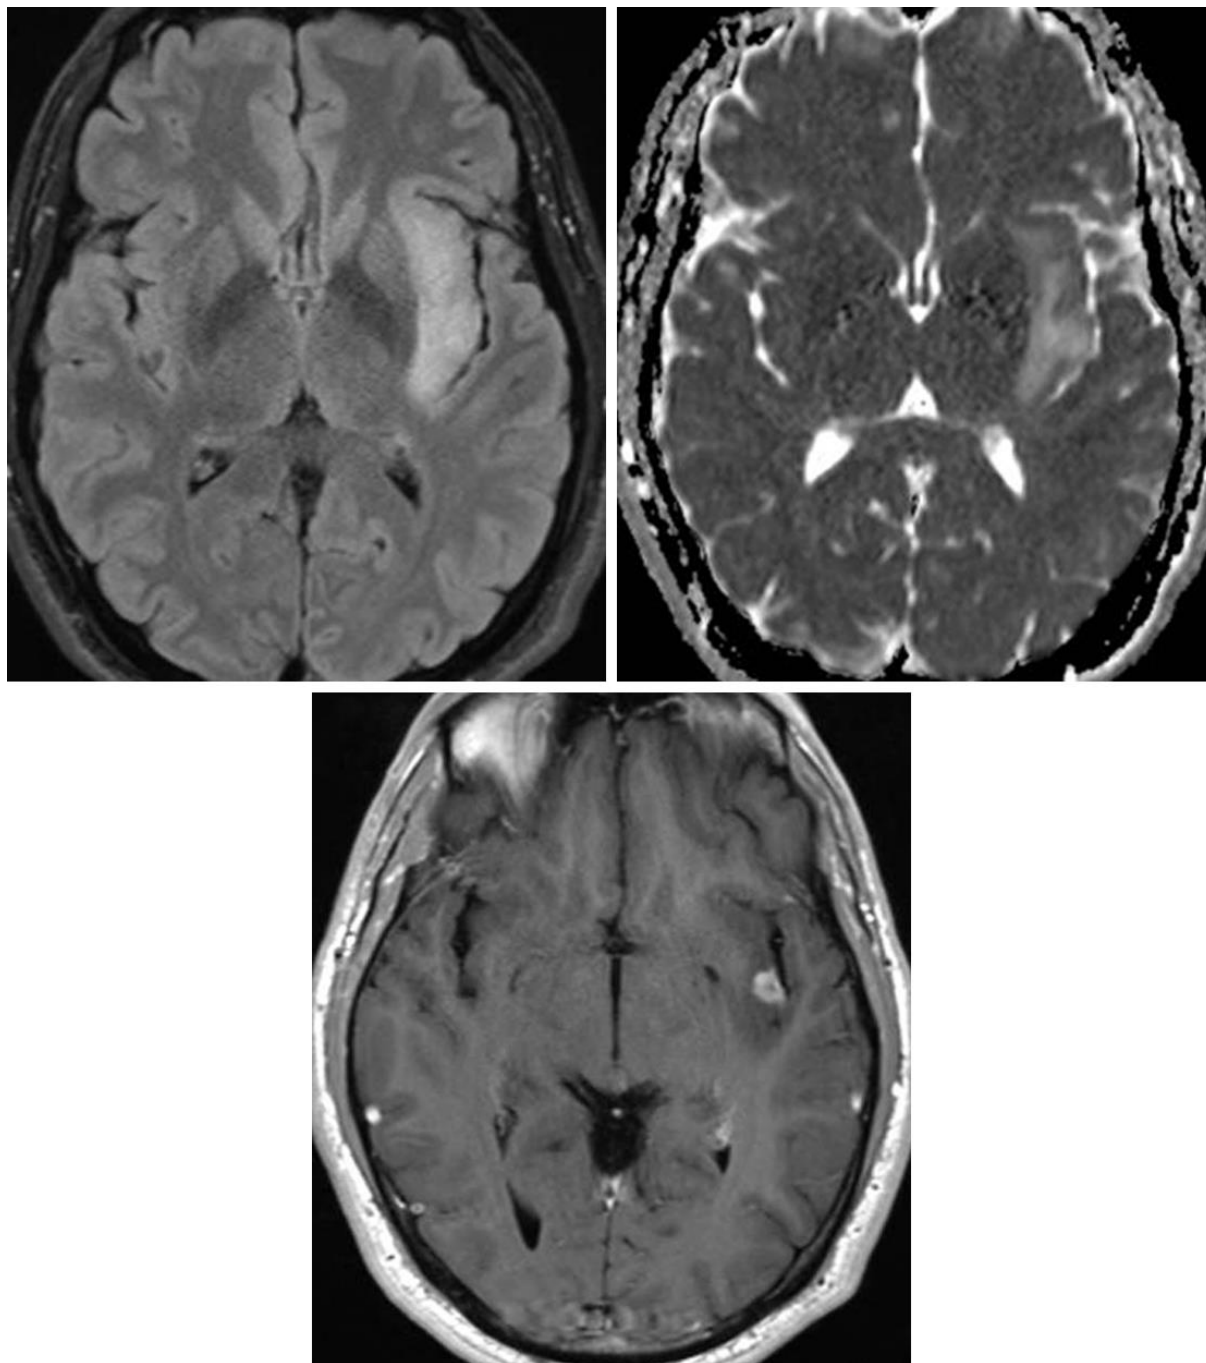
轴位 FLAIR 加权相（左上）可见位于左岛叶的浸润性病灶，累及大脑皮层和白
